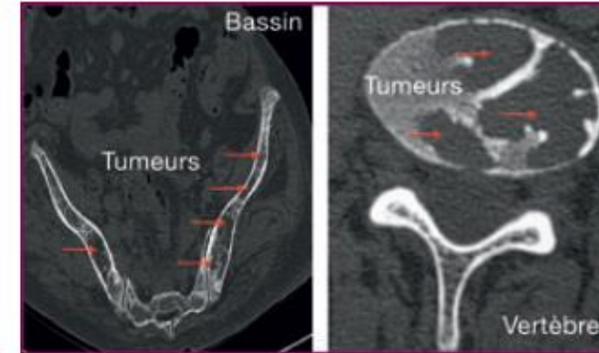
IRM du bassin et du rachis.
